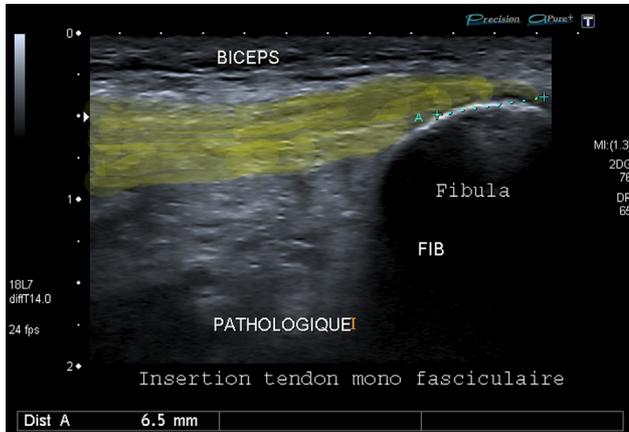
Échographie tendon pathologique.
